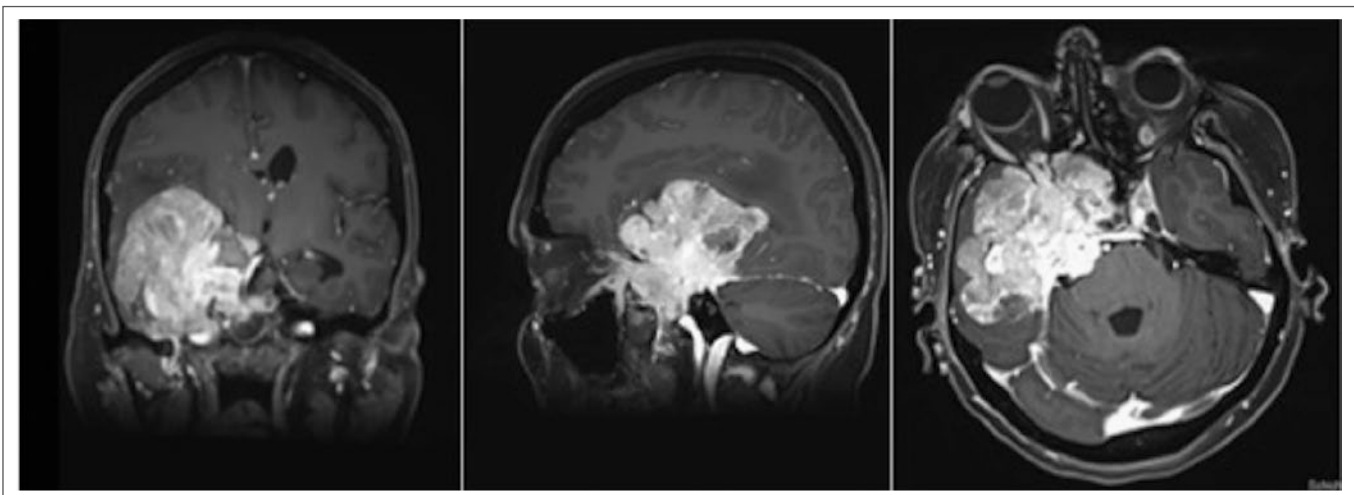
Präoperative T1-MRT mit KM von Patientin 3
